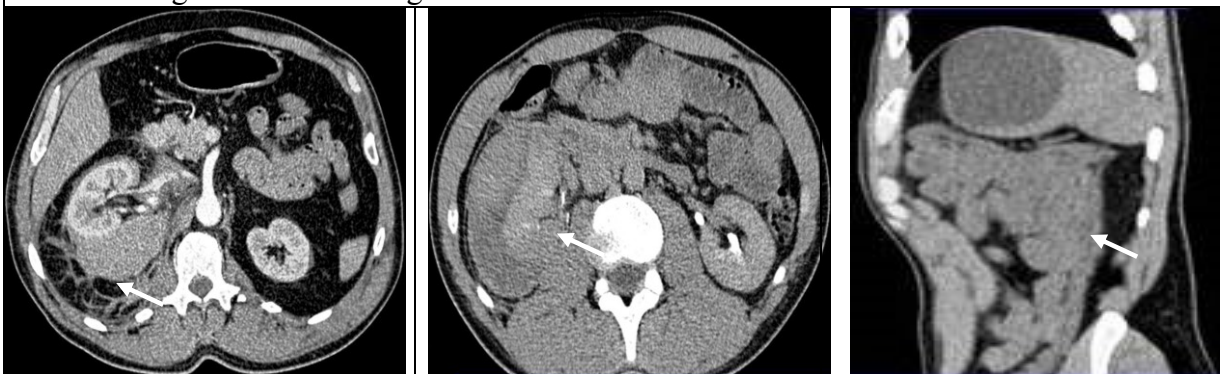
TC: compresia rinichiului drept cu HRP.
